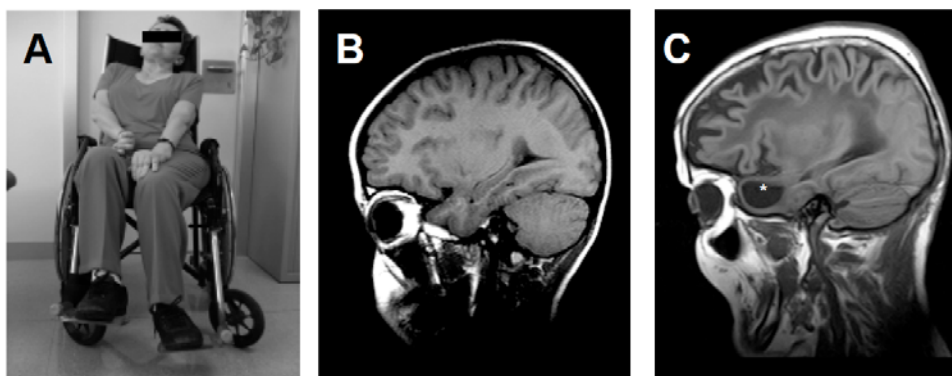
Fenotip de la pacient afectada per la MLC. A) Imatge de la pacient on s'observa que presentava deteriorament motor i atàxia. B) i C) Imatges de MRI on s'observa la presència de quists (asterisc), en la regió anterior-temporal del cervell de la pacient (C) respecte el control (B).
